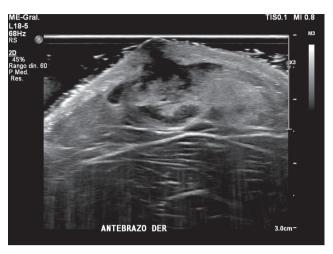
Ecografía de partes blandas que informa lesión tumoral subcutánea de 2.9 x 1.2 x 2.7 cm, sólida, heterogénea, de características inespecíficas.
